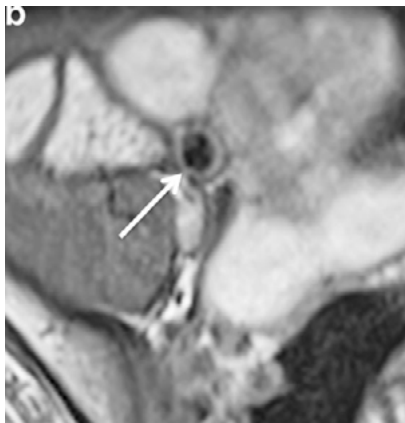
RM en T1, que muestra el apéndice (flecha) de 7mm. De diámetro. Fuente: Swenson DW., et al., *Pediatr Radiol*, 2016;46(7):1003-10. Reproducida bajo licencia de Springer Nature
